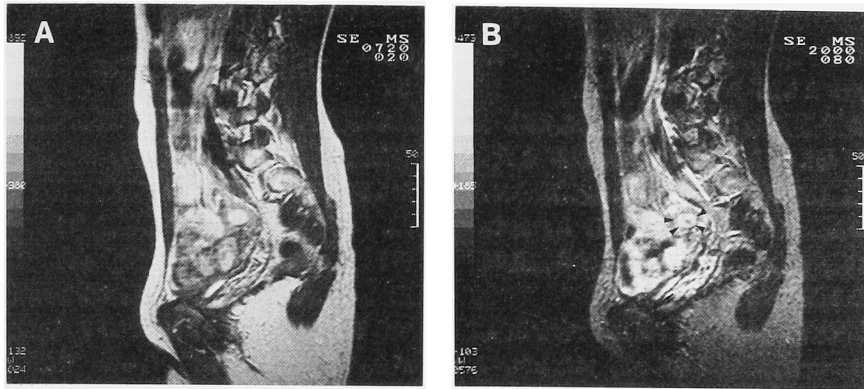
Sagittal T₁- and T₂-weighted MRI (A,B): One of the right ovarian lesions shows high-intensity signal with central heterogeneous low-intensity signal in sagittal T₂-weighted MRI (arrowheads).
